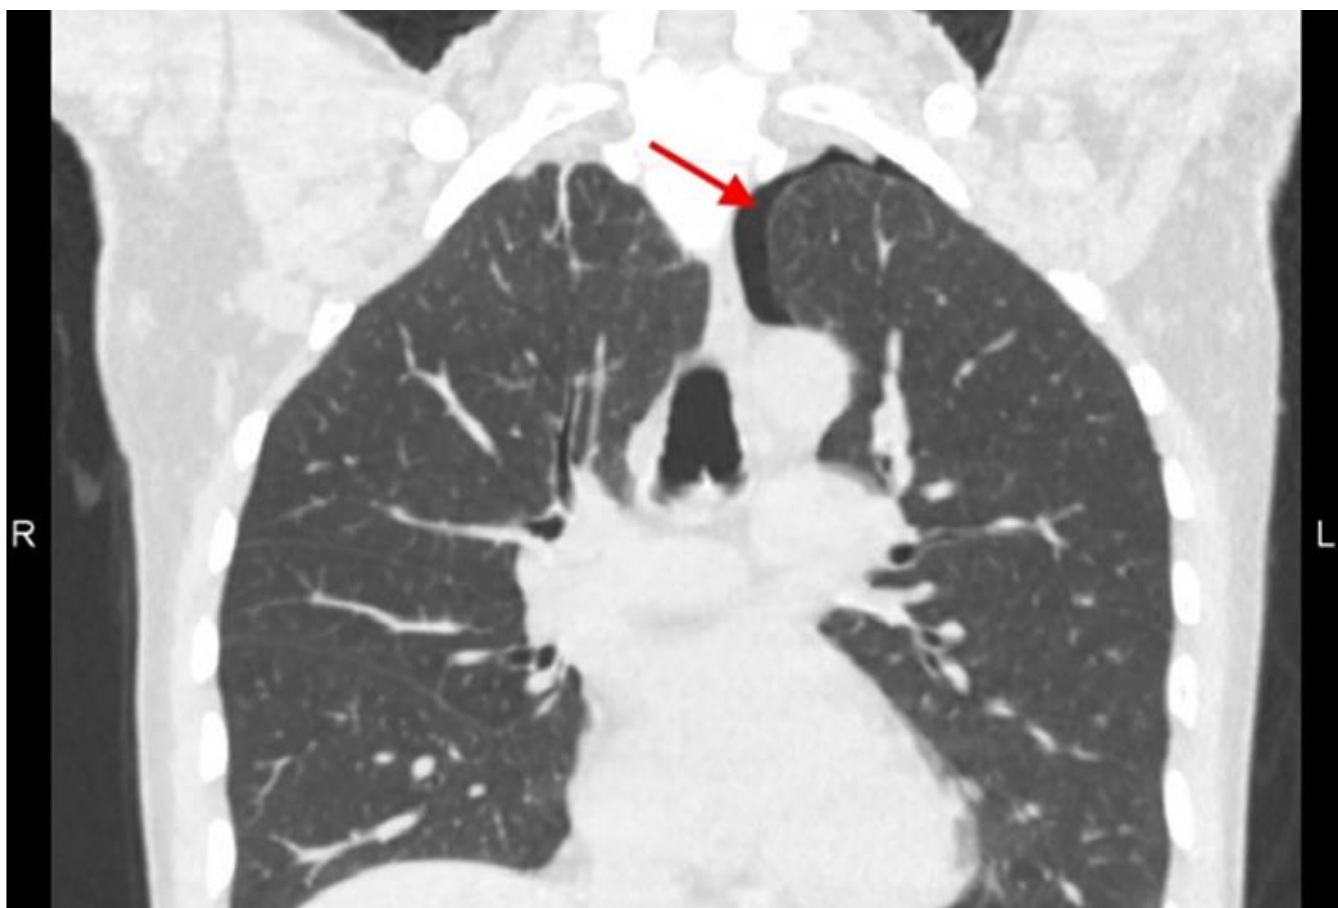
Локальный пневмоторакс вершины левого легкого при проведении КТ.
